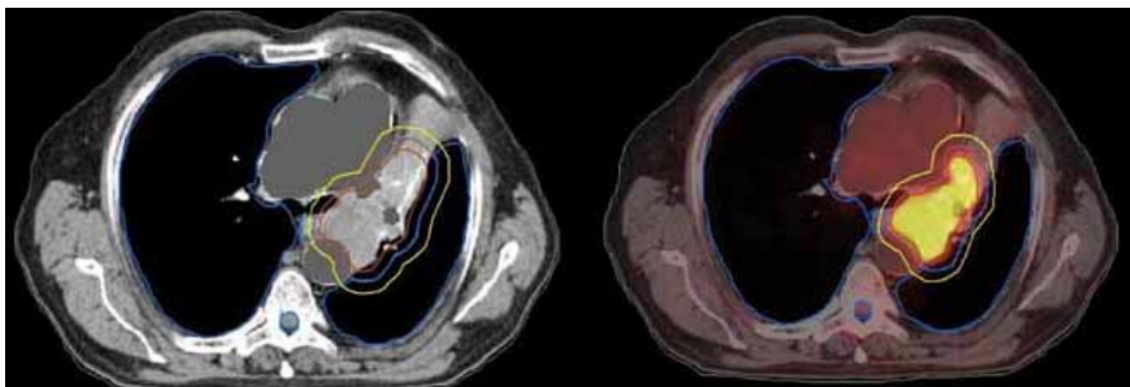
Výstup PET/CT vyšetření u pacienta s NSCLC. Bez PET/CT by nebylo možné diferencovat nádor od okolní zdravé tkáně [33]*
